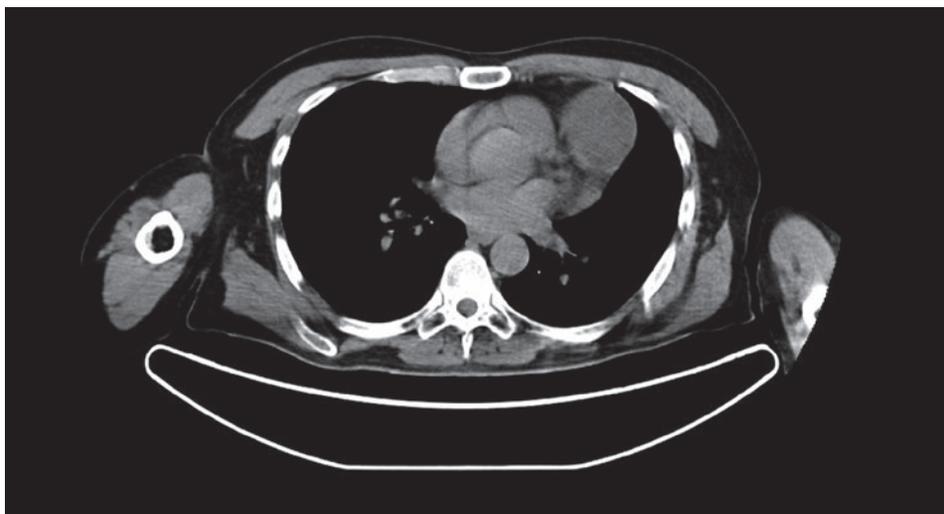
Immagine TC di linfangioma cistico.
